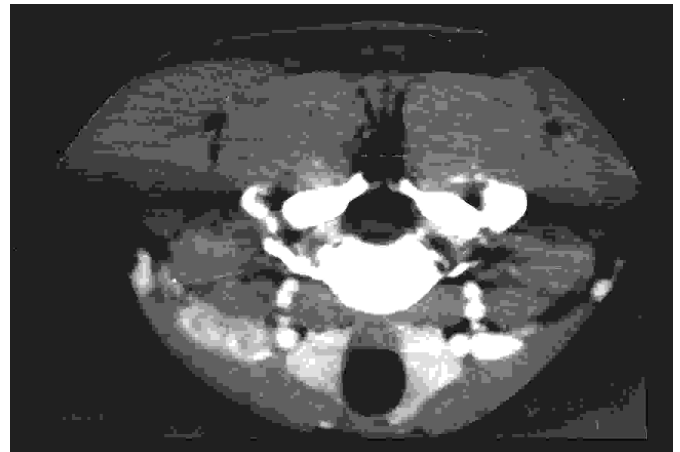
Segundo caso. TC con contraste demostrándose múltiples adenopatías de aproximadamente un centímetro de diámetro en la cadena espinal accesoria izquierda, así como centro hipodenso y realce anular. Existen también en el lado derecho de similares características, pero de menor tamaño.
